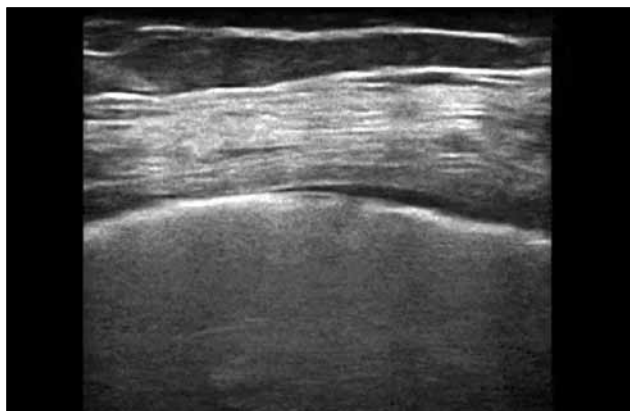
УЗИ. Утолщение плевры с субплевральной консолидацией
